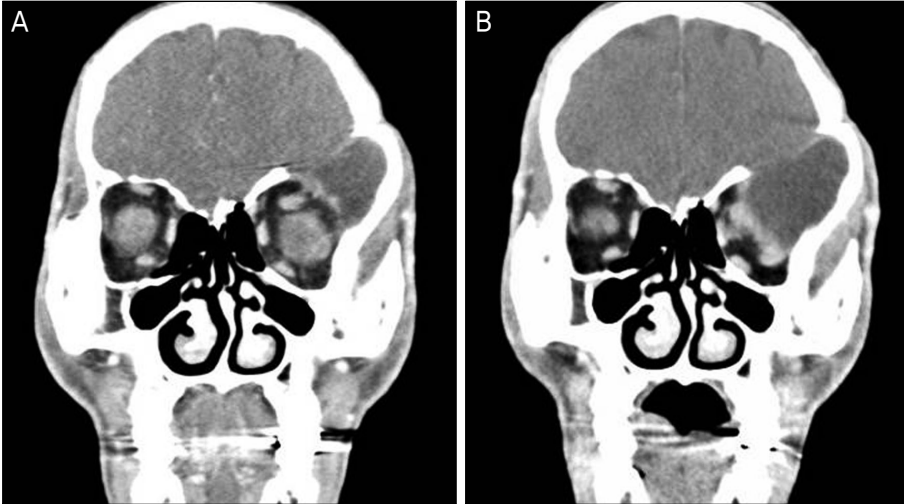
Orbital computed tomography of the patient. (A) The coronal section shows the defect of the left sphenoid wing and arachnoid cyst in the middle cranial fossa. (B) Same section during Valsalva maneuver shows the arachnoid cyst expands into the orbit through the sphenoid wing defect and displacement of orbital contents.
